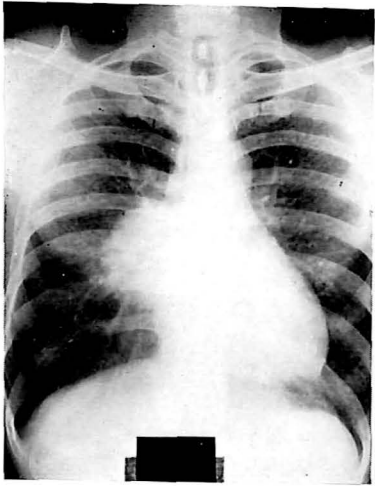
X-ray Photo of Case No. 1
